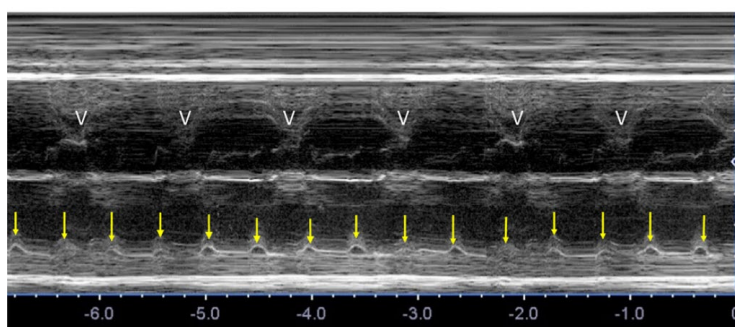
完全性传导阻滞的 M 型超声描记图。心房率(箭头)正常, 120 次/分。心室率(V)显著减慢, 为 55 次/分。心房与心室收缩之间没有关系(房室分离)。本例心脏结构正常, 心脏传导阻滞由母体抗 Ro 抗体引起。
